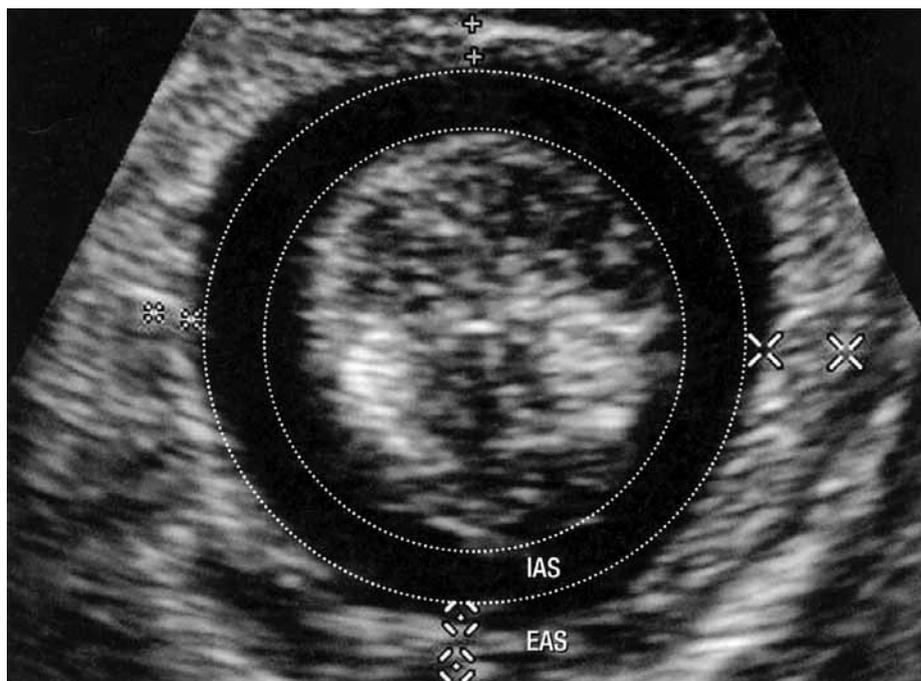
Reperto normale alla ecografia translabiale. IAS = sfintere anale interno; EAS = sfintere anale esterno.
